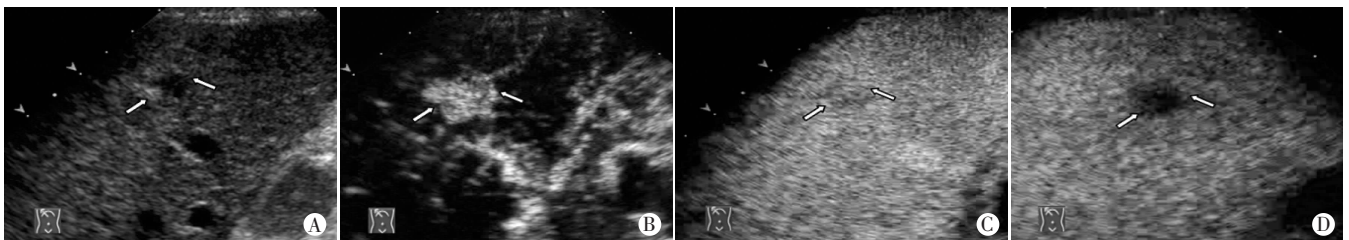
同一肝内胆管细胞癌病灶常规超声及 CEUS 声像图
